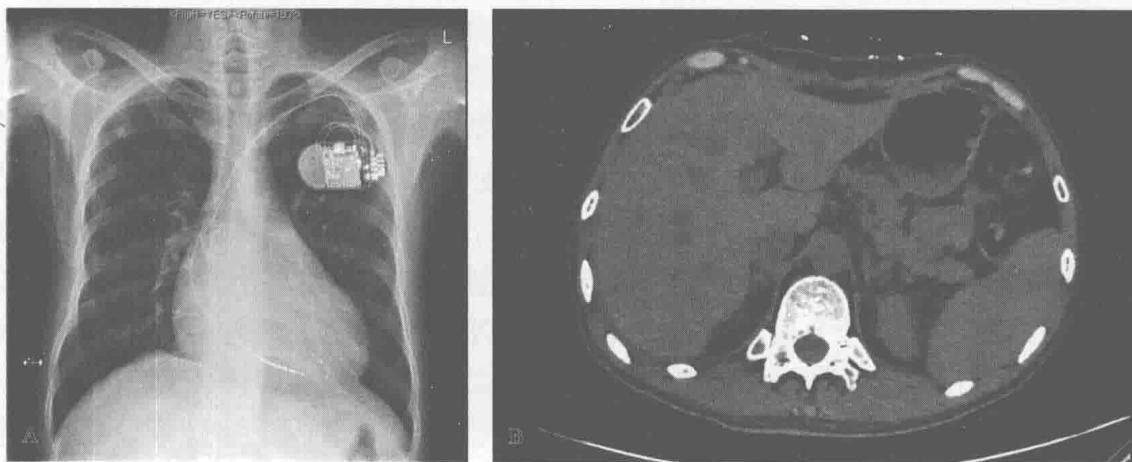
术前胸部X线片(A)和腹部CT(B),未见明确其他脏器受累
